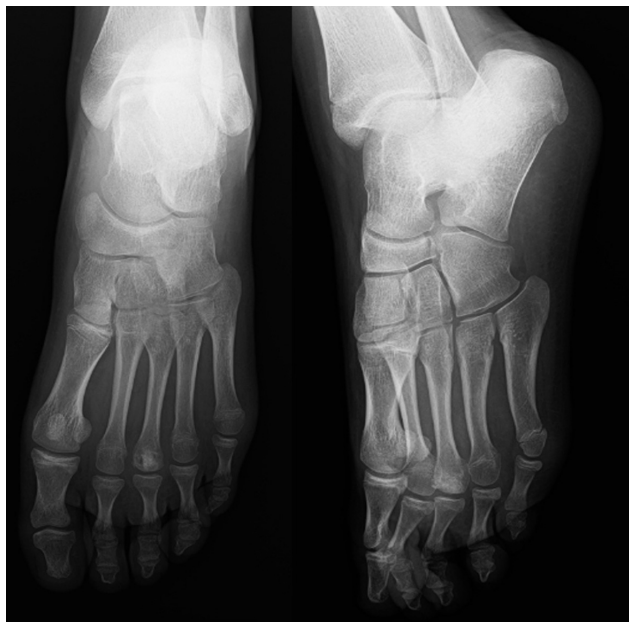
Radiografia pós-operatória.
